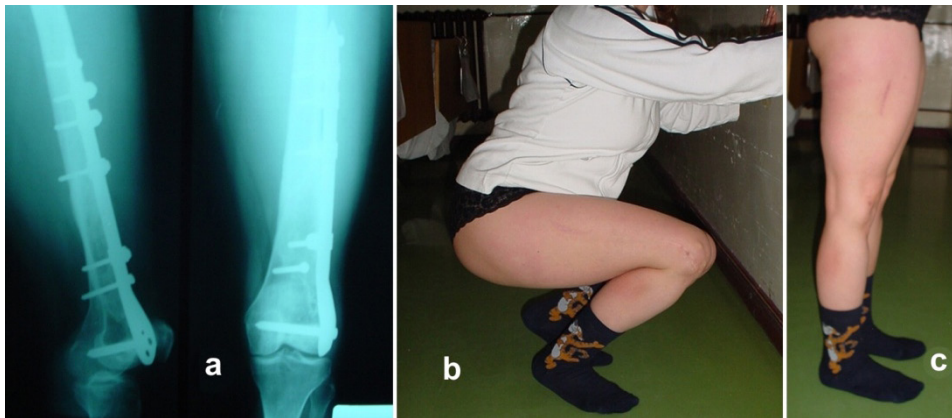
Two years after fixation of 33-C2 distal femoral fracture. A: X-ray two years after the operation. B, C: Functional result prior to SIF removal
